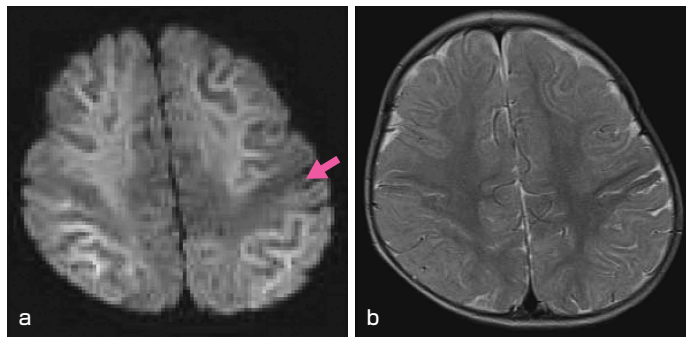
けいれん重積型(二相性)急性脳症(AESD)のMRI
